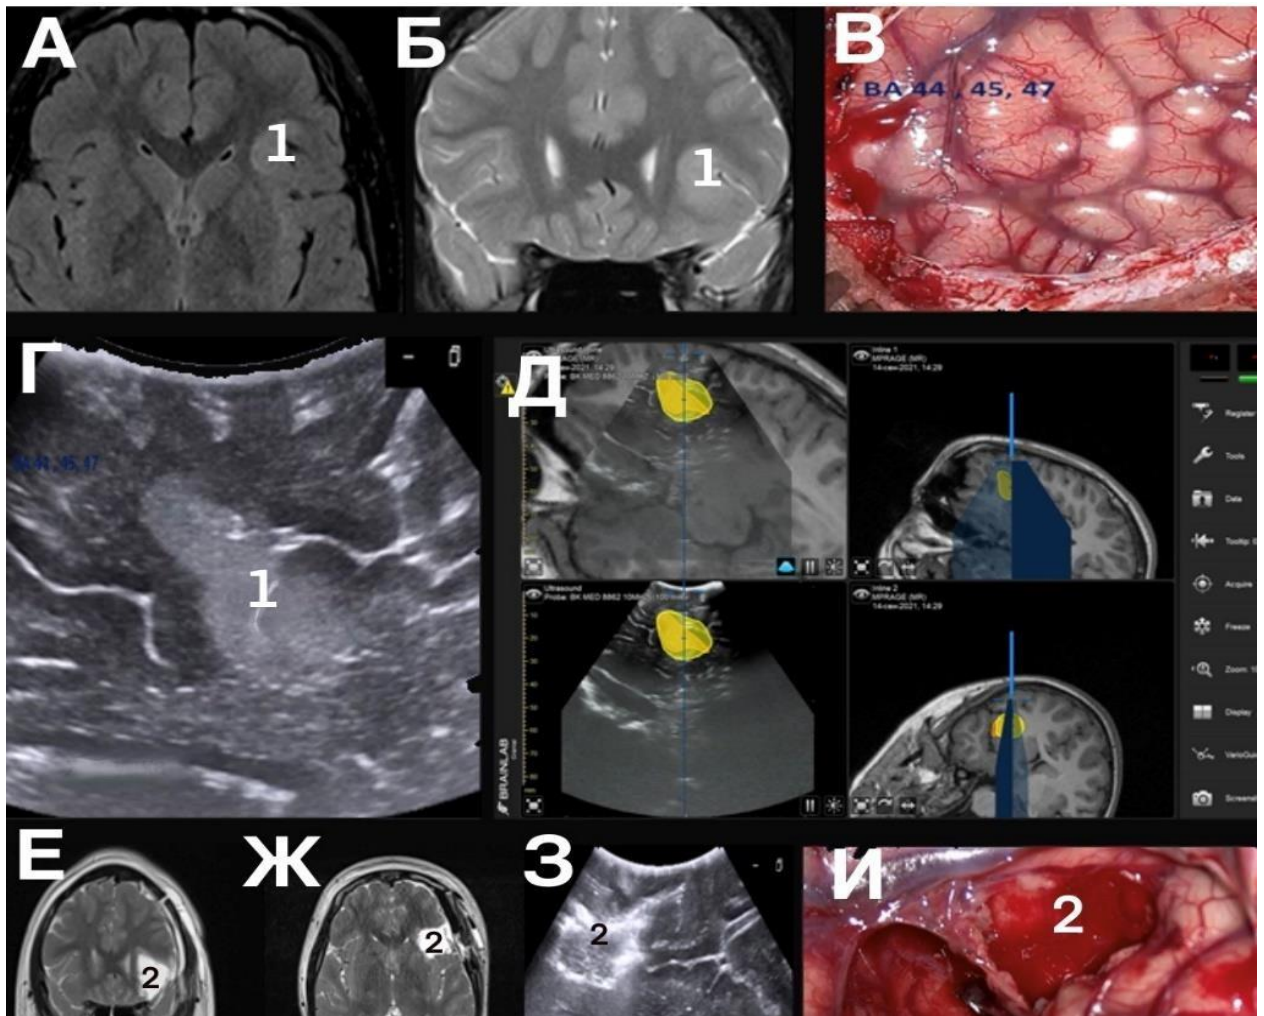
Пациент, 9 лет, диагноз «симптоматическая фокальная лобная эпилепсия с частыми простыми парциальными лобными приступами до 100 в сутки». Фармакорезистентная форма с ФКД левой лобной доли (А); Б — предоперационное МРТ; ФКД левой лобной доли (1) вблизи зоны Брока; В — интраоперационная фотография Поля Бродмана (ВА 44,45, 47); Г — иУЗИ, четко визуализируется гиперэхогенное образование ФКД (1); Д — локализация ФКД с использованием 3D иУЗИ в сочетании с безрамной навигационной системой; Е, Ж — послеоперационное МРТ, визуализируется послеоперационная полость (2); З — послеоперационное иУЗИ, визуализируется послеоперационная полость (2); И — интраоперационная фотография, вид после субпиальной резекции ФКД правой височной доли (2 — послеоперационная полость)
